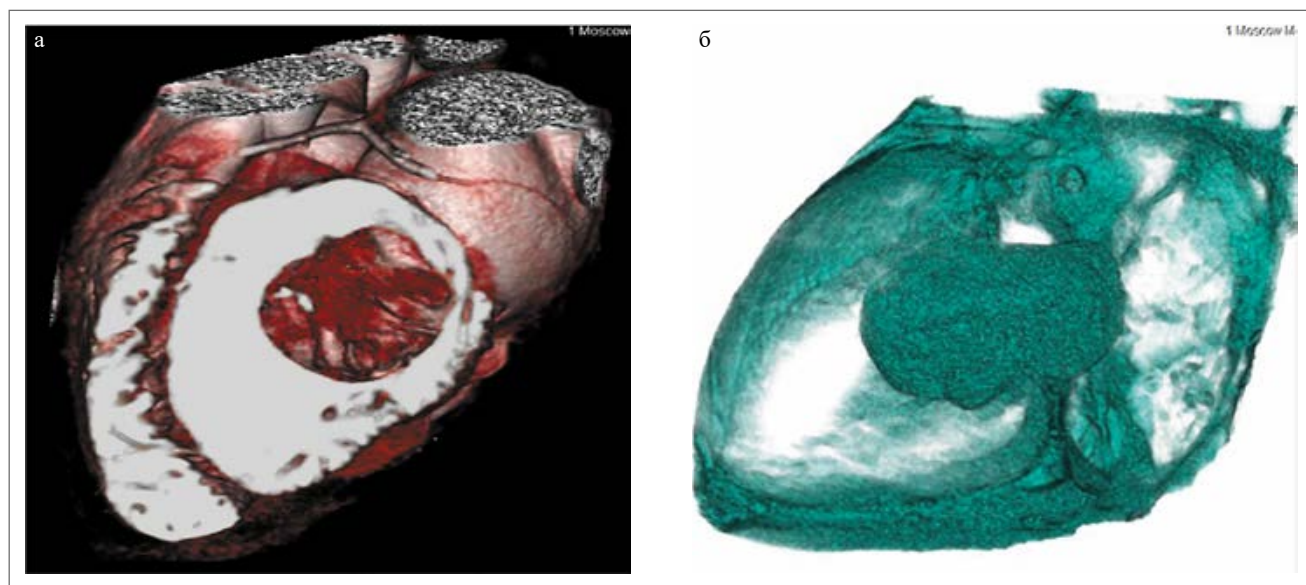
КТ сердца. Наличие образования неоднородной плотности с четкими контурами размером 62×45 мм на короткой ножке диаметром 14 мм, исходящей из МПП. Образование в диастолу на 2/3 смещается в полость ЛЖ.
